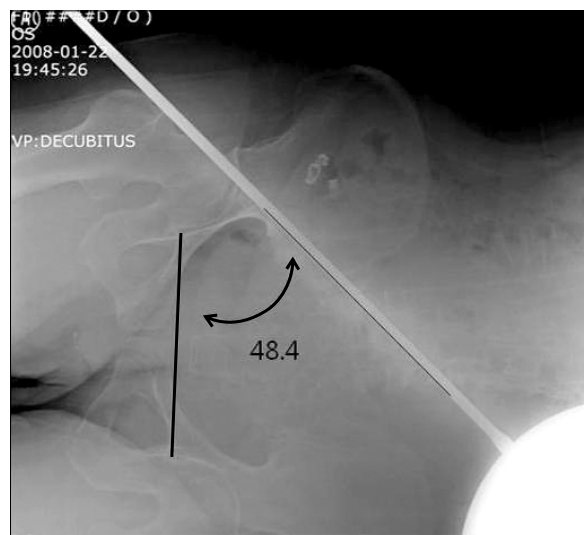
Methods for cross angle, Anteroposterior radiograph was obtained with goniometer rod targeted 45° in lateral decubitus position. An angle between the interteardrop line and goniometer rod was measured and the designated pelvic tilt angle. The pelvis was considered to tilt to cranially.
